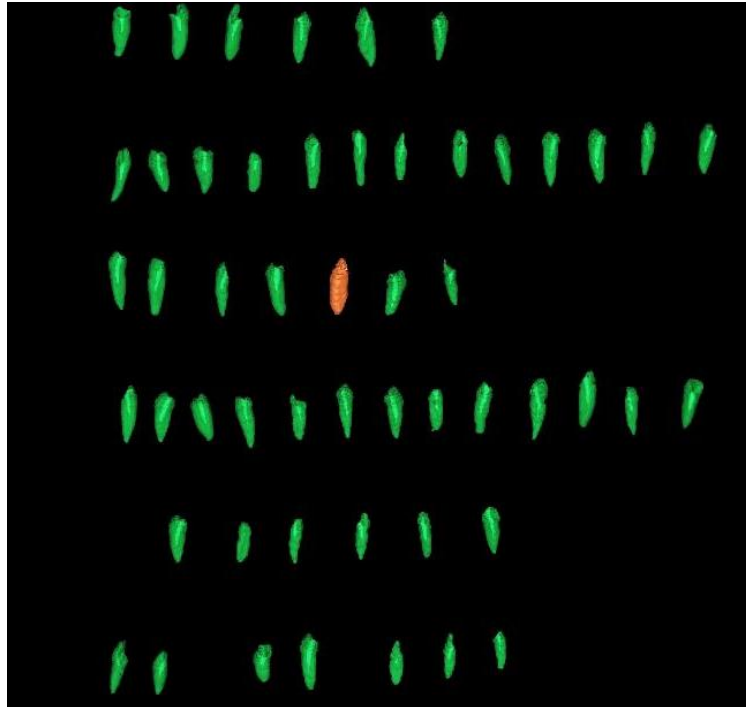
Muestra la tomografía realizada de los 45 dientes.<sup>43</sup>
